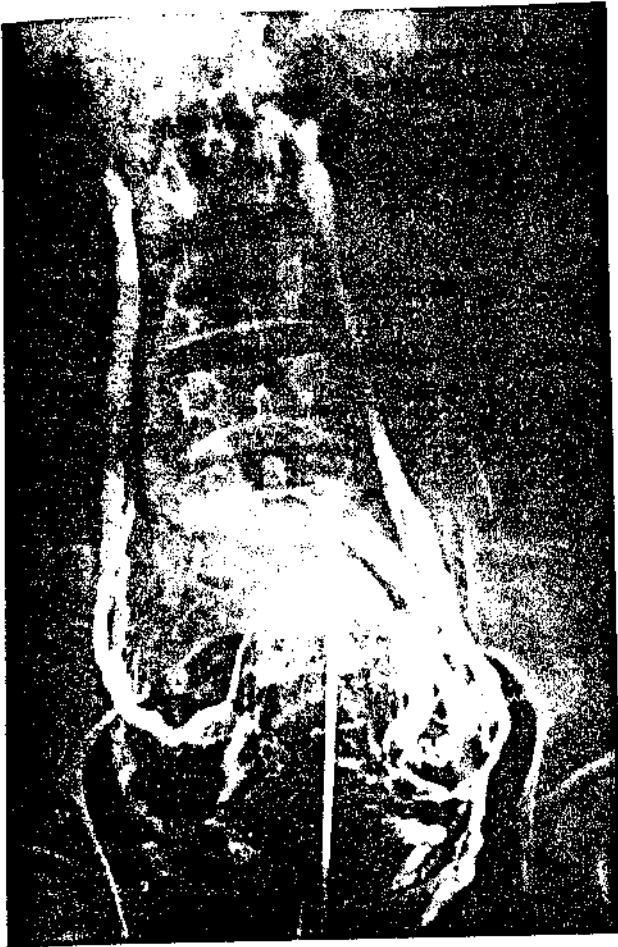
Flebografia p lvica: 1^a radiografia - Velas espessadas
